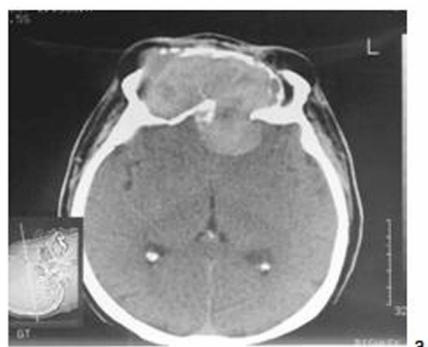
КТ б-го с фибромой лобных пазух и вид б-го после операции перед выпиской.
